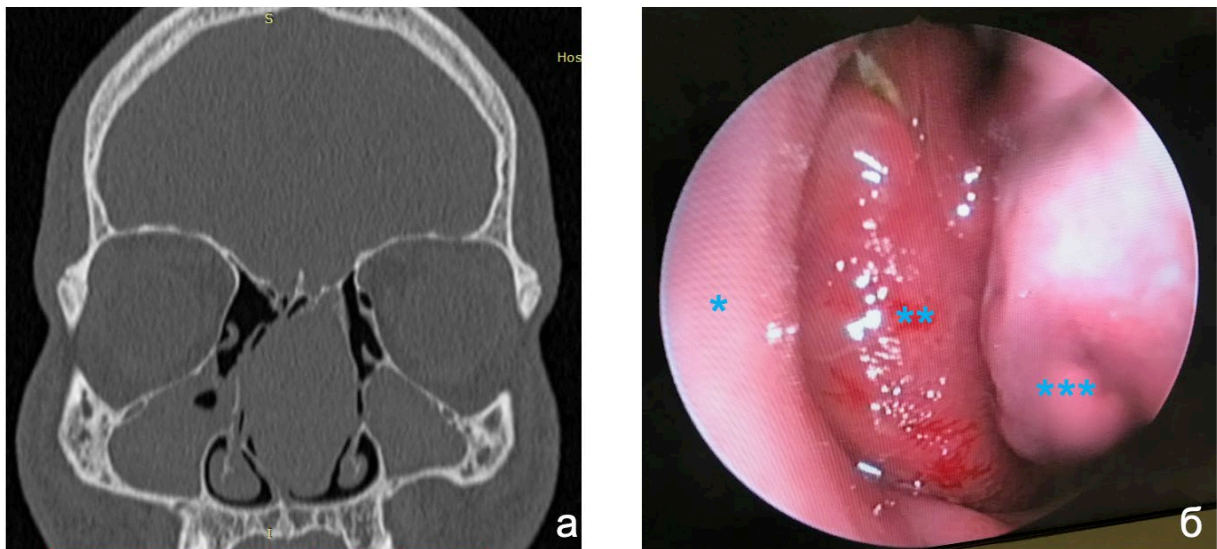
Пример выраженной деформации перегородки носа вправо на фоне формирования гигантского псевдомукопиоцеле буллезно измененной средней носовой раковины у пациента с МВ 16 лет (генотип F508del/ 2184insA, сочетание двух «тяжелых» мутаций). (а) КТ ОНП коронарная проекция; (б) интраоперационная эндоскопическая картина полости носа (эндоскоп 0°) (*перегородка носа, псевдомукопиоцеле буллезно измененной средней носовой раковины, *нижняя носовая раковина)
